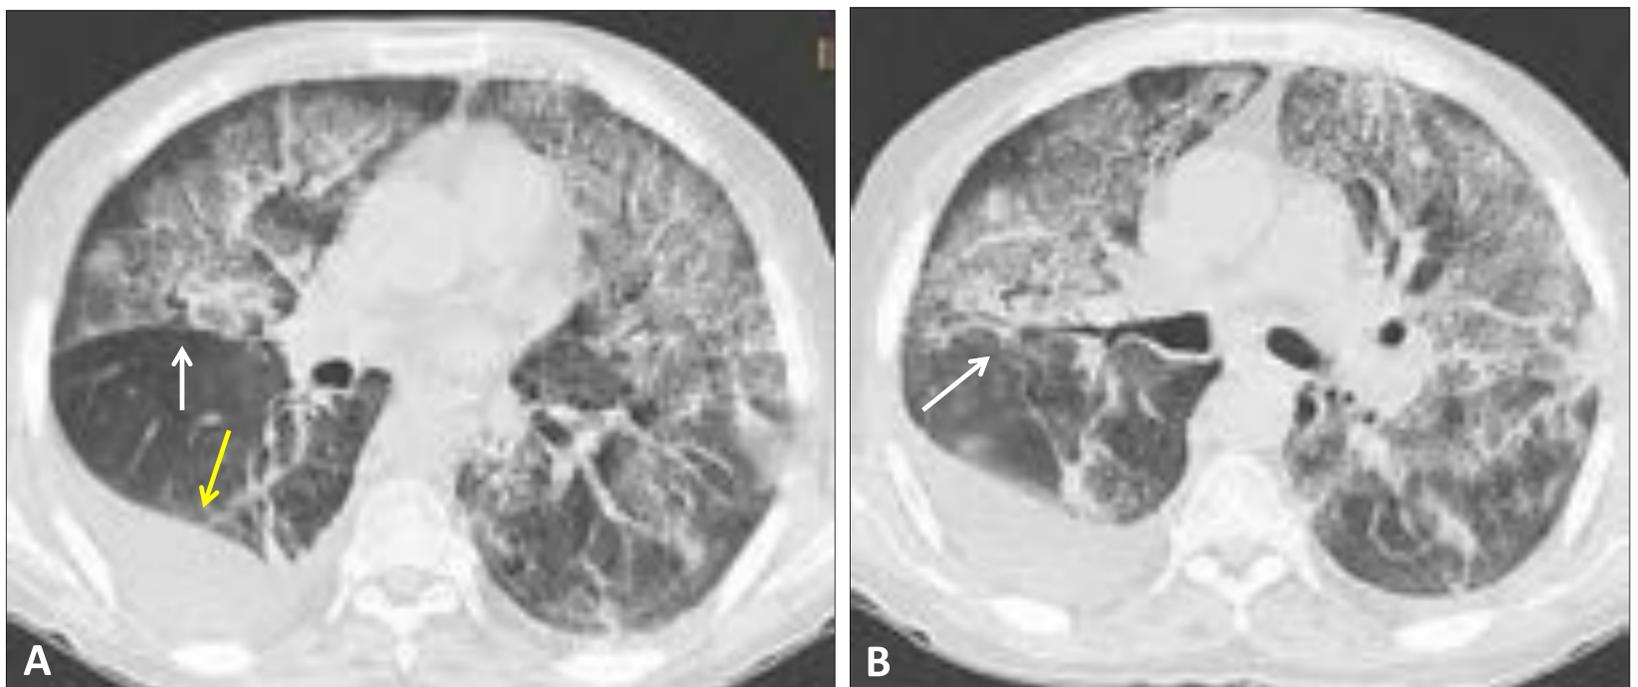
Paciente con trasplante hepático por cirrosis VHB 4º mes. A y B.TC axial. Extensa afectación bilateral con aumento de densidad en VD (flechas) y derrame pleural derecho (flecha amarilla). Se confirmó neumonía por Citomegalovirus.
